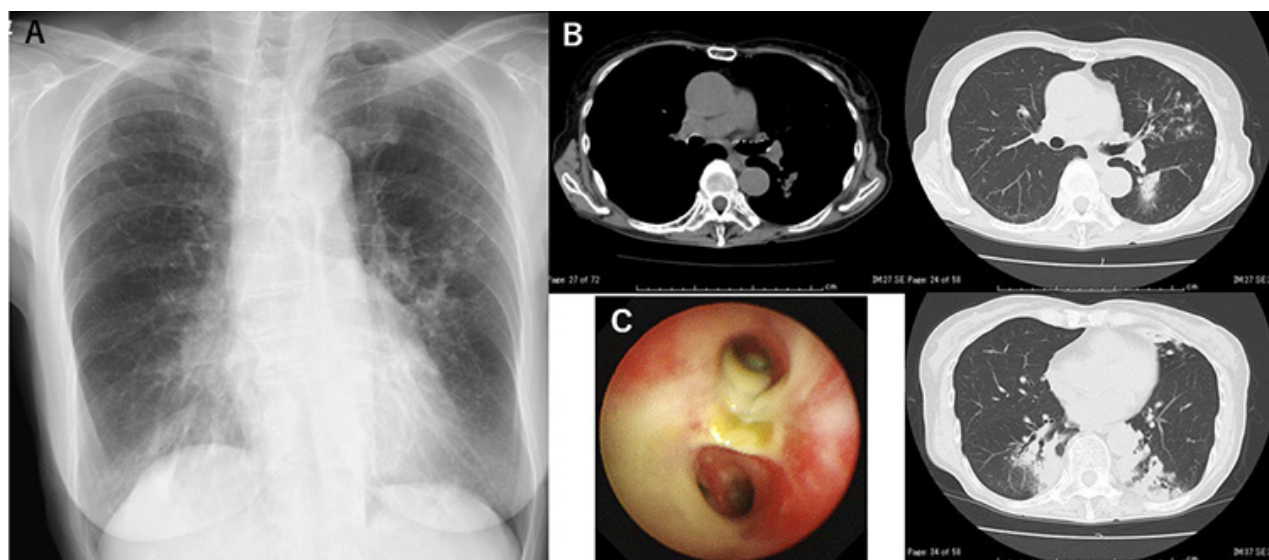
Chest X-ray showed nodular and granular shadow in the left middle lung field (A). Chest computed tomography revealed centrilobular granular and nodular shadows with tree-in-bud appearance in the superior segment of the left lung lobe, and consolidations in the bilateral lower lung lobe in the lung window. It also revealed a calcified lesion at the front of the superior lobar left bronchus in the mediastinal window (B). Bronchoscopy showed erosion of the spur of the left upper and lower bronchus with white and yellow secretions (C).
